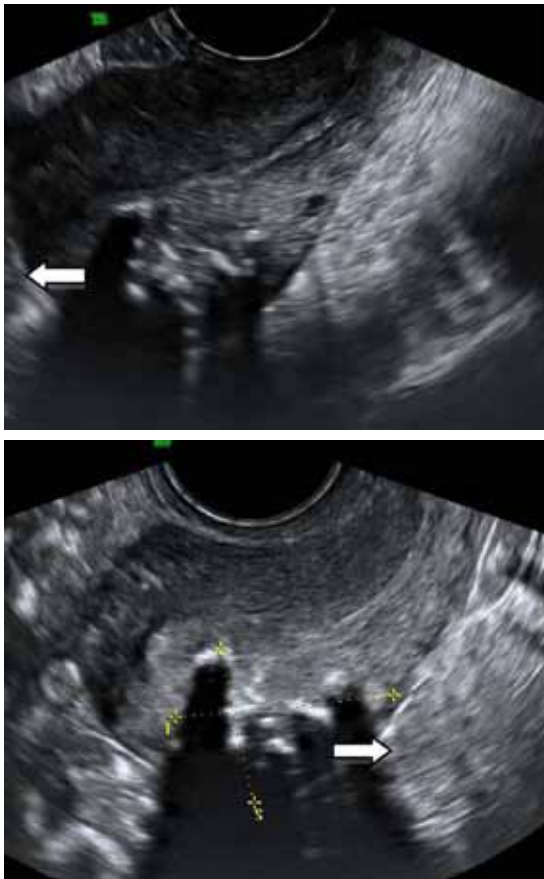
Ecografía transvaginal de control. A nivel de cara posterior uterina, en zona miometrial se visualiza imagen con áreas hiperrefringentes, que no captan Doppler, correspondiente a la malformación arteriovenosa uterina embolizada (flechas).
